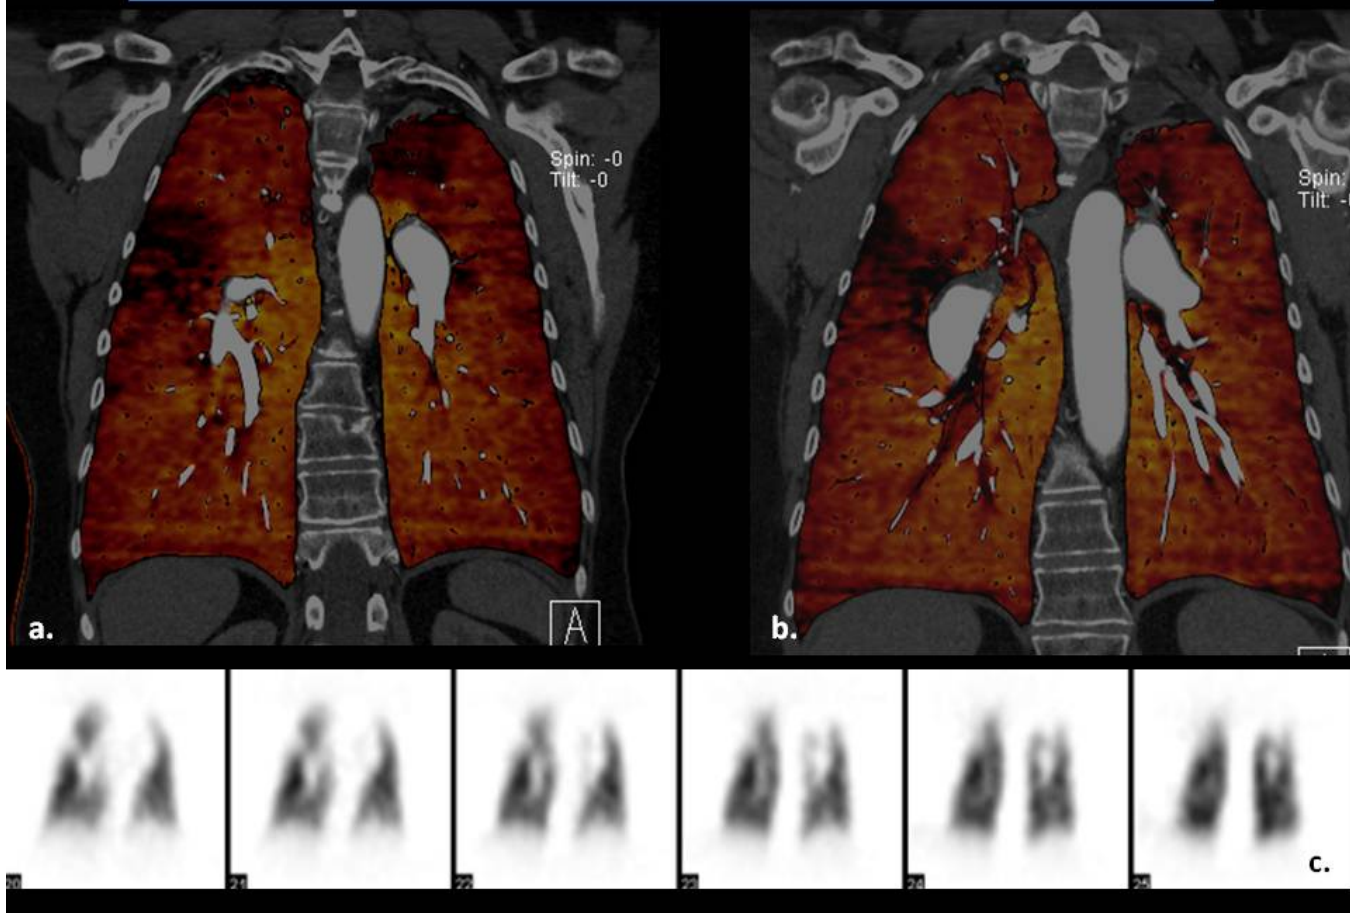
Correlación de imágenes de perfusión de los mapas de yodo de la TC dual (a,b) con la gammagrafía pulmonar V/Q (c).
